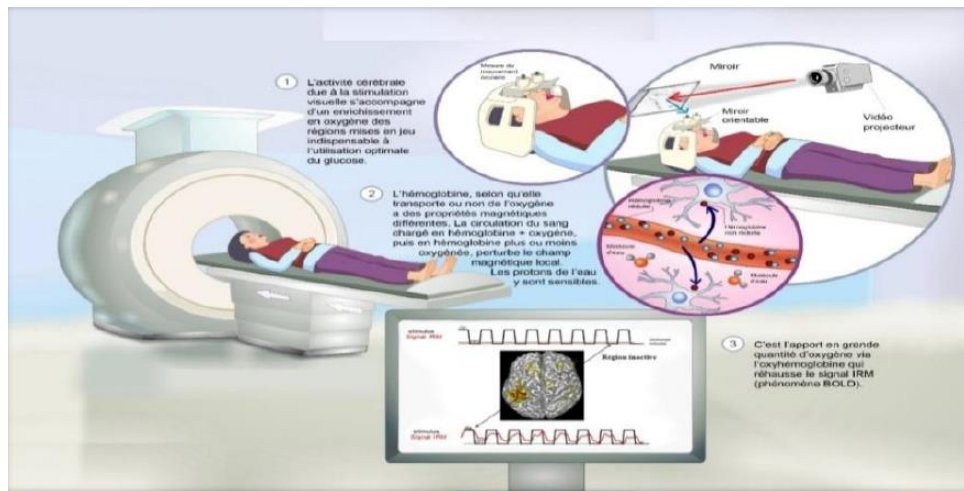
L'IRM fonctionnelle
